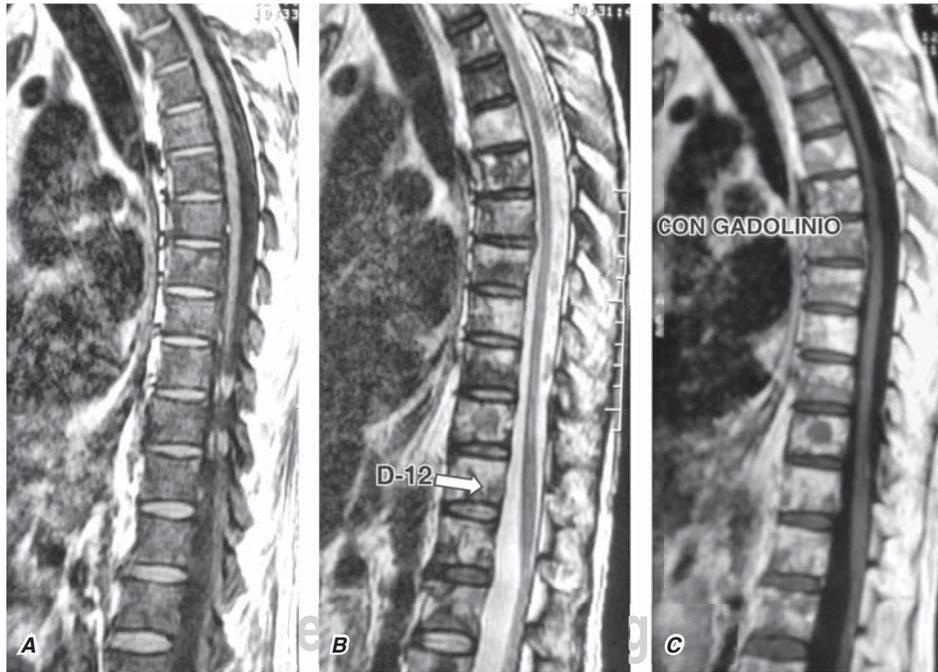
Imágenes sagitales de resonancia magnética de paciente portador de mieloma múltiple. Se observan las diferencias del compromiso de la médula ósea. Figura A) T1, Figura B) T2 y Figura C) T1 con gadolinio.*
